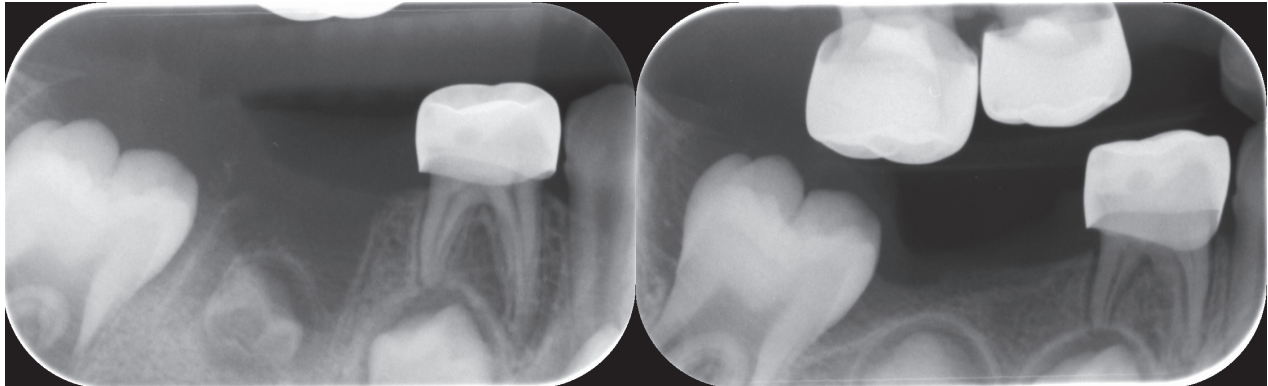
Radiographic image of the lower right first molar treated with Portland cement with no pathological alterations.
